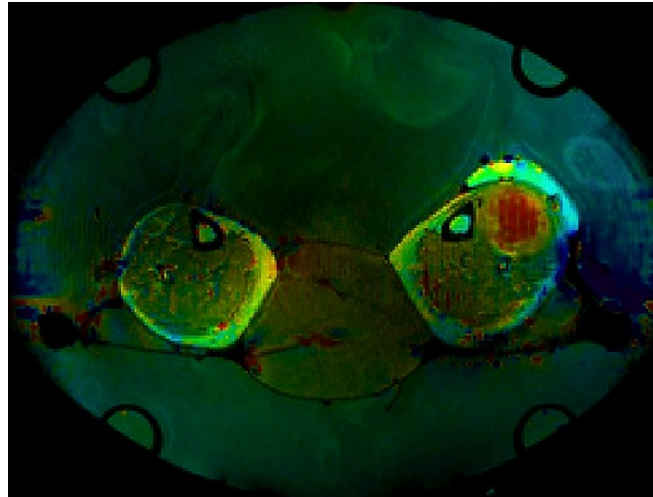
Temperaturverteilung Unterschenkel in der T2-gewichteten MRT-Sequenz
